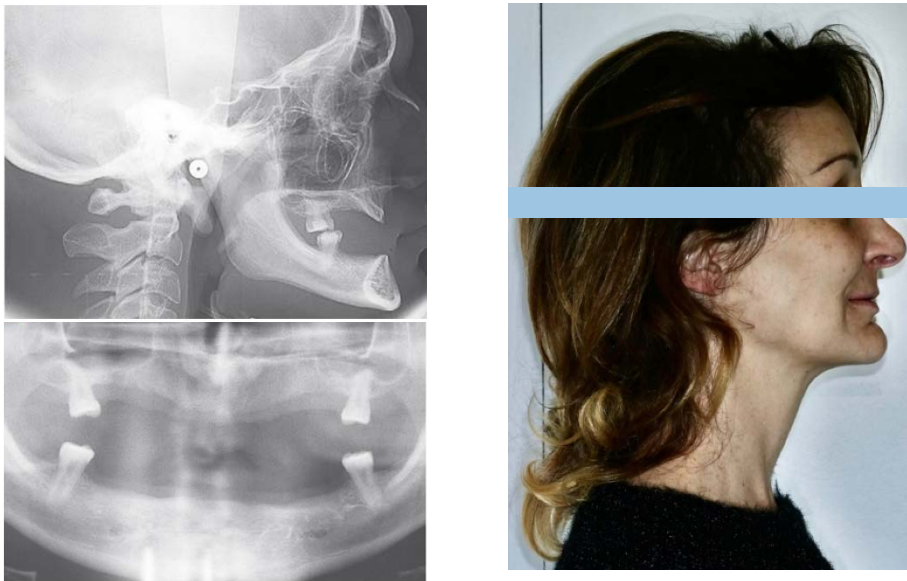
Radiographies (orthopantomogramme et téléradiographie de profil à gauche) et photographie (à droite) illustrant les anomalies squelettiques, alvéolaires et des tissus mous associés aux agénésies multiples. On remarque une diminution de l'étage facial inférieur avec un retro-chéilie et un sillon labio-mentonnier marqué. UCOR, service de médecine Bucco-dentaire, CHU de Toulouse.
